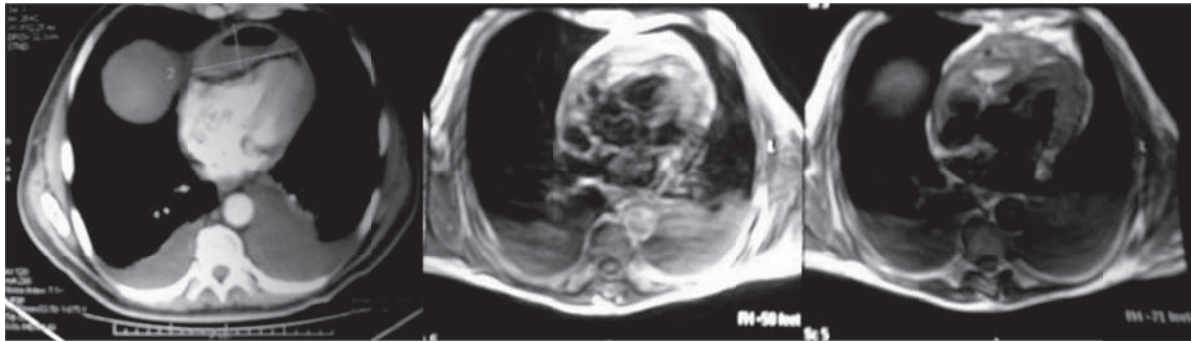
Tomografía computarizada de tórax: colección abscedada y tabicada en la superficie del pericardio anterior, pericarditis constrictiva, dilatación biauricular.
